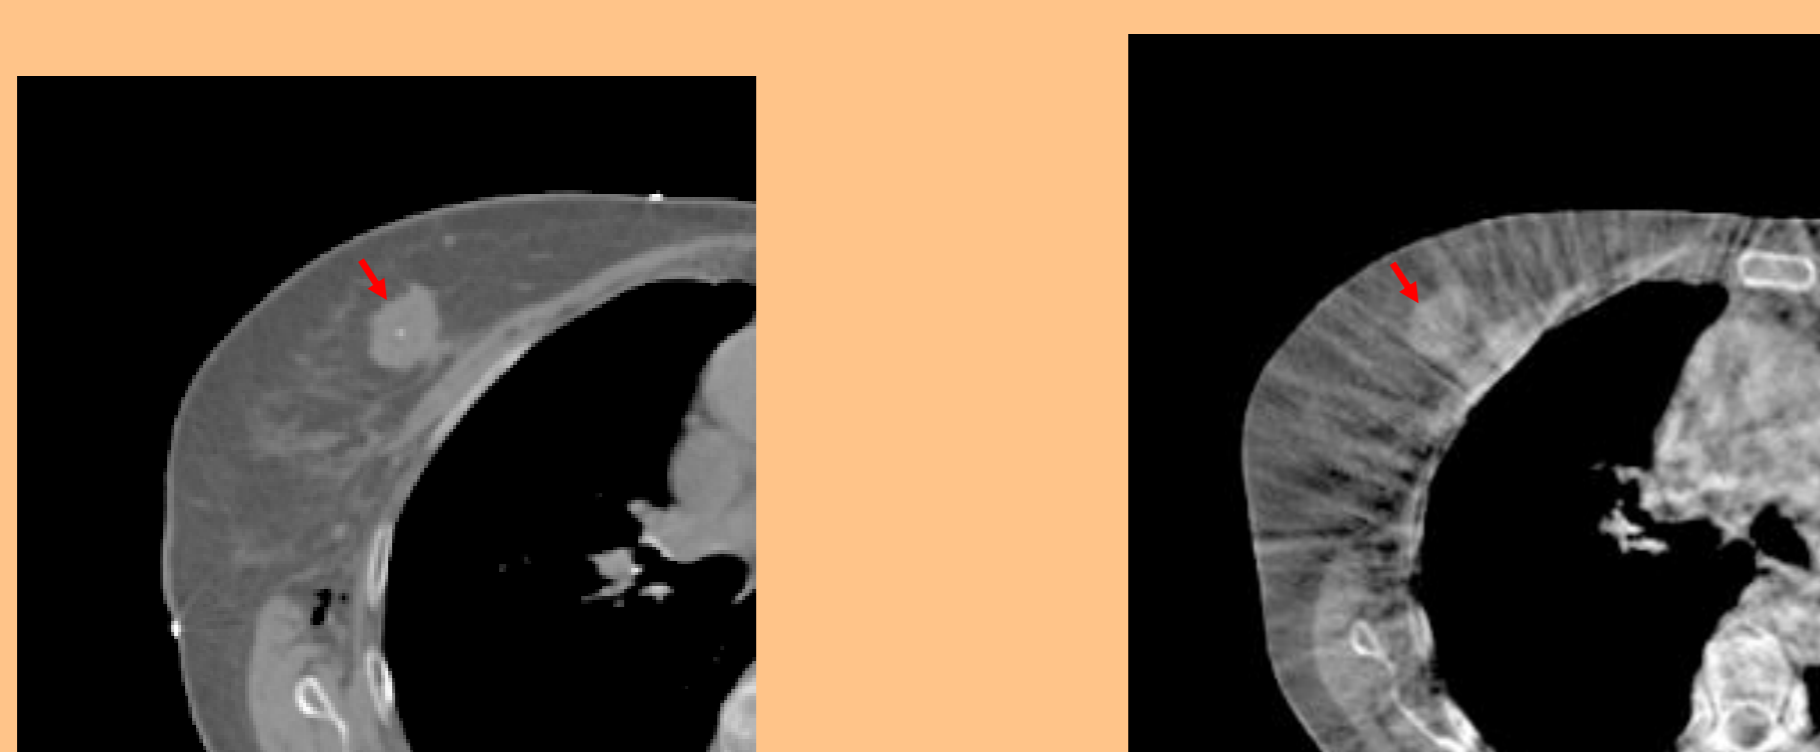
CT y CBCT respectivamente, de una paciente con una semilla de hidrogel insertada. La visibilidad del marcador es escasa y no es posible verlo en la imagen plana de rayos x
